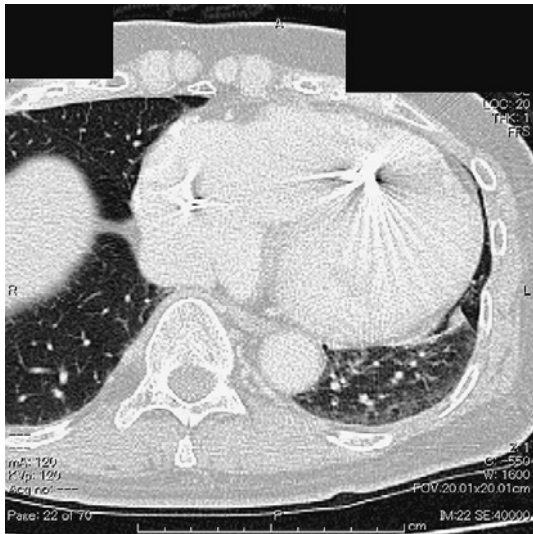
Chest CT showed another 5 mm granular shadow beneath the visceral pleura in the left S⁸.
